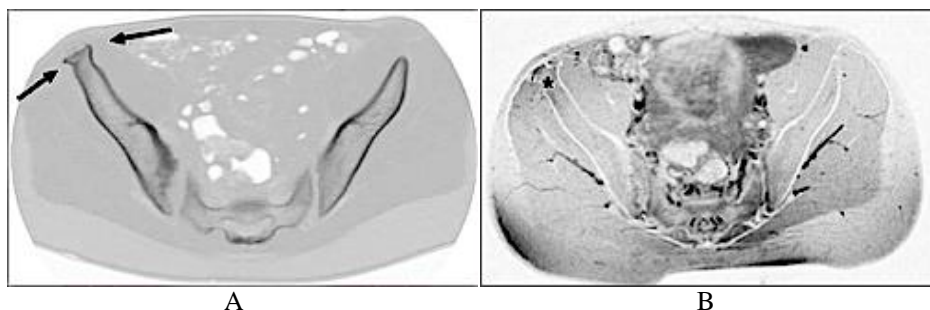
Инструментальная диагностика (инвертированные изображения): девочка 9 лет, футбол, болевой синдром в области передне-верхней подвздошной кости во время физической активности. (А) Компьютерная томография - расширение апофиза (стрелки); (В) МРТ, аксиальная проекция, T2-взвешенное изображение костей таза с жиропоглощением: отек костного мозга в гребне подвздошной кости (звездочка). Цит. по (Arnaiz et al., 2011).
